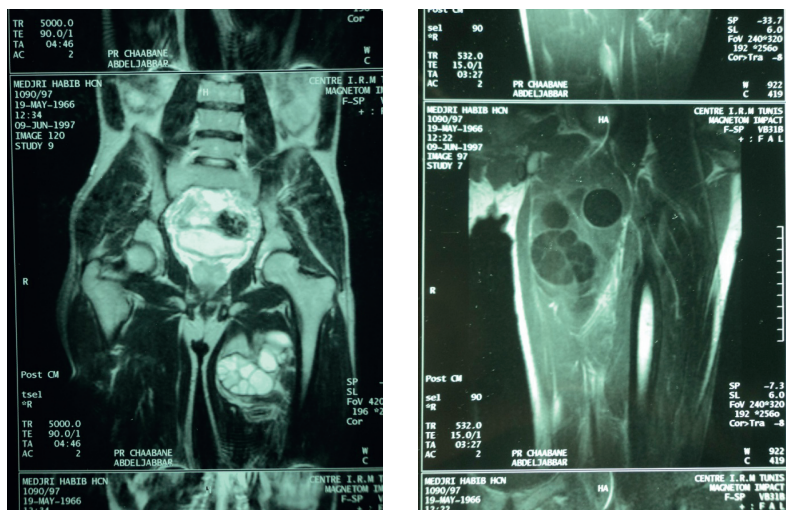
Aspect d'un KH multi-vésiculaire de la loge des adducteurs à l'IRM : coupe frontale en séquence T2 (Fig.2 a), coupe sagittale en séquence T1 (Fig.2 b)
